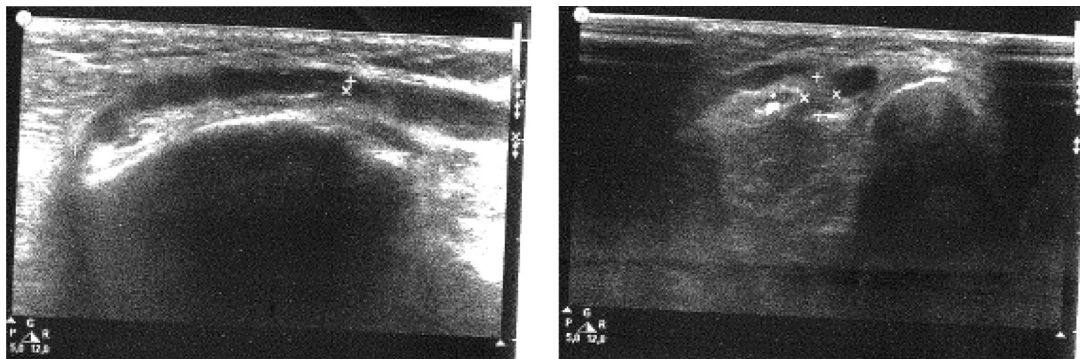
УЗИ общего малоберцового нерва справа
